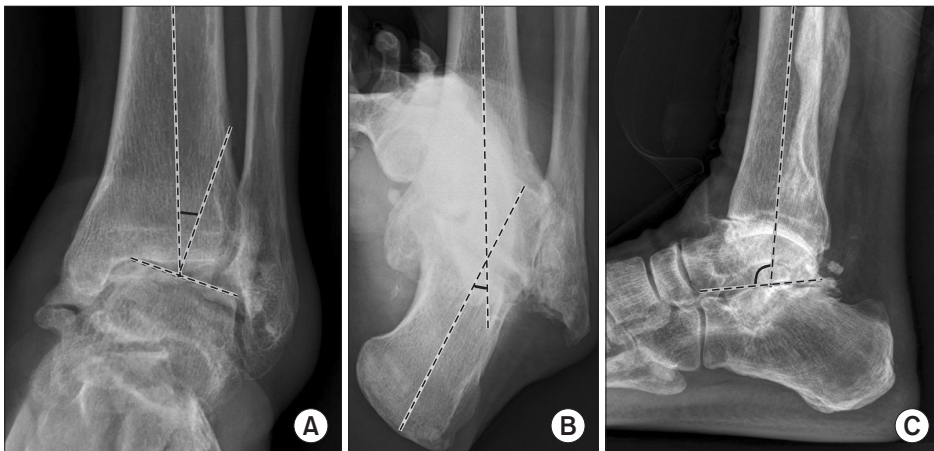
(A) Coronal ankle alignment is defined as the angle between the anatomical axis of the tibia and a line drawn perpendicular to the talar dome in a standing anteroposterior radiograph. (B) Hindfoot alignment is defined as the angle between the anatomical axis of the tibia and the longitudinal axis of the calcaneus in the hindfoot alignment view. (C) Sagittal alignment is defined as the angle between the anatomical axis of the tibia and a line connecting the inferior aspect of the posterior tubercle of the talus to the inferior talar neck in a standing lateral radiograph.
